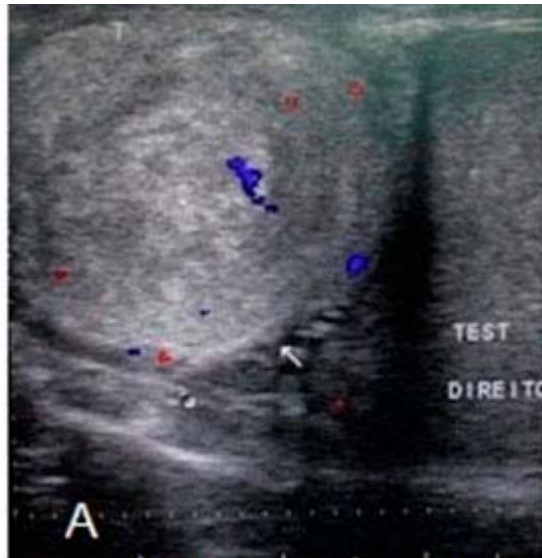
En A la ecografía muestra la lesión hiperecogénica en la cabeza del epidídimo derecho.
